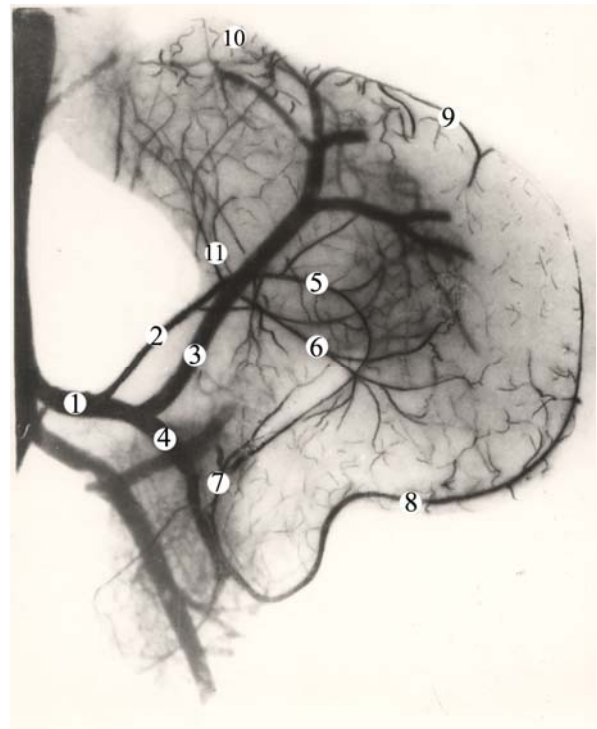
Контрастна рентгенограма артеріальних судин шлунка плода 215,0 мм ТКД. Зб. 9,2^x: 1 – черевний стовбур; 2 – ліва шлункова артерія; 3 – селезінкова артерія; 4 – загальна печінкова артерія; 5 – передня гілка лівої шлункової артерії; 6 – задня гілка лівої шлункової артерії; 7 – права шлункова артерія; 8 – права шлунково-чепцева артерія; 9 – ліва шлунково-чепцева артерія; 10 – короткі шлункові артерії; 11 – гілки до кардіальної частини шлунка та стравоходу
